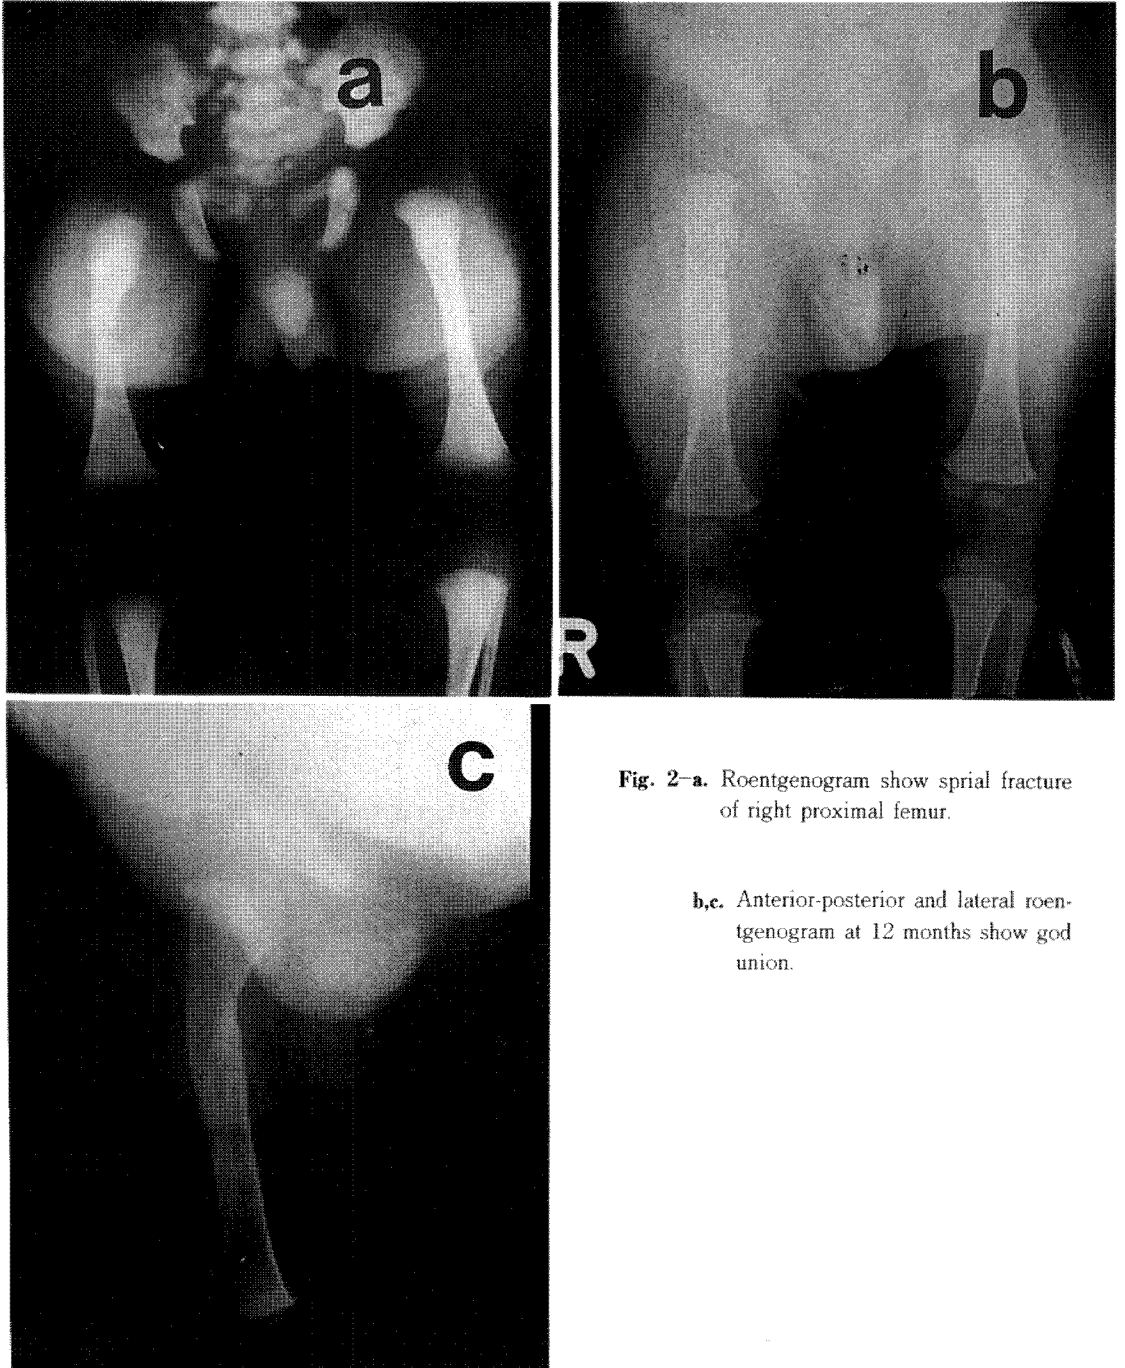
Roentgenogram show spiral fracture of right proximal femur.
